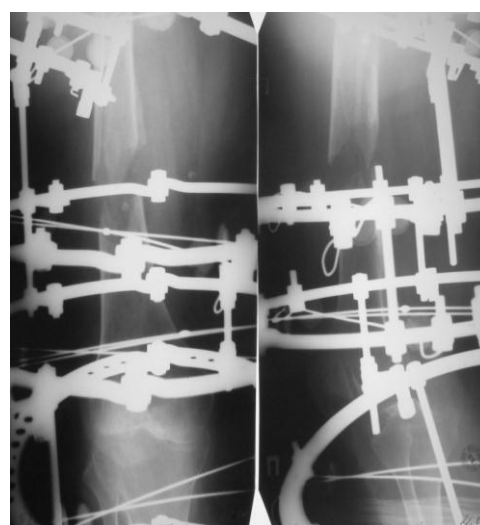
Рентгенограммы бедра
